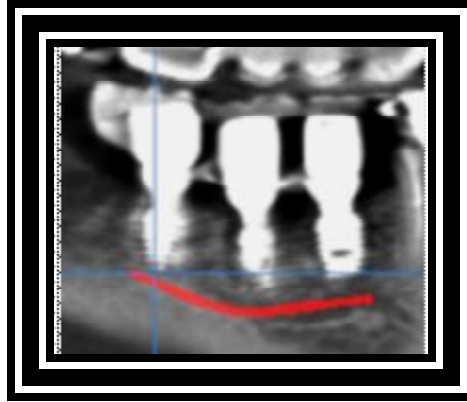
الشكل رقم (11) صورة CT بعد الزرع.
